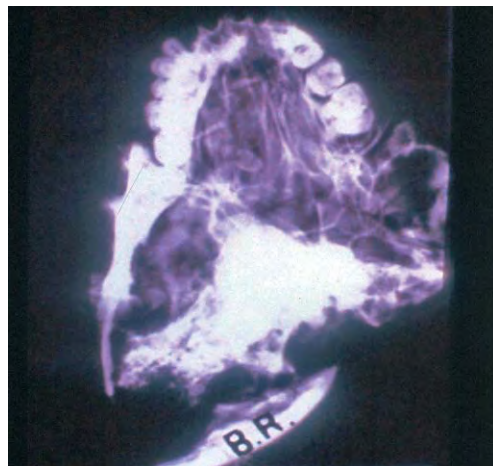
Radiografía del maxilar superior.
